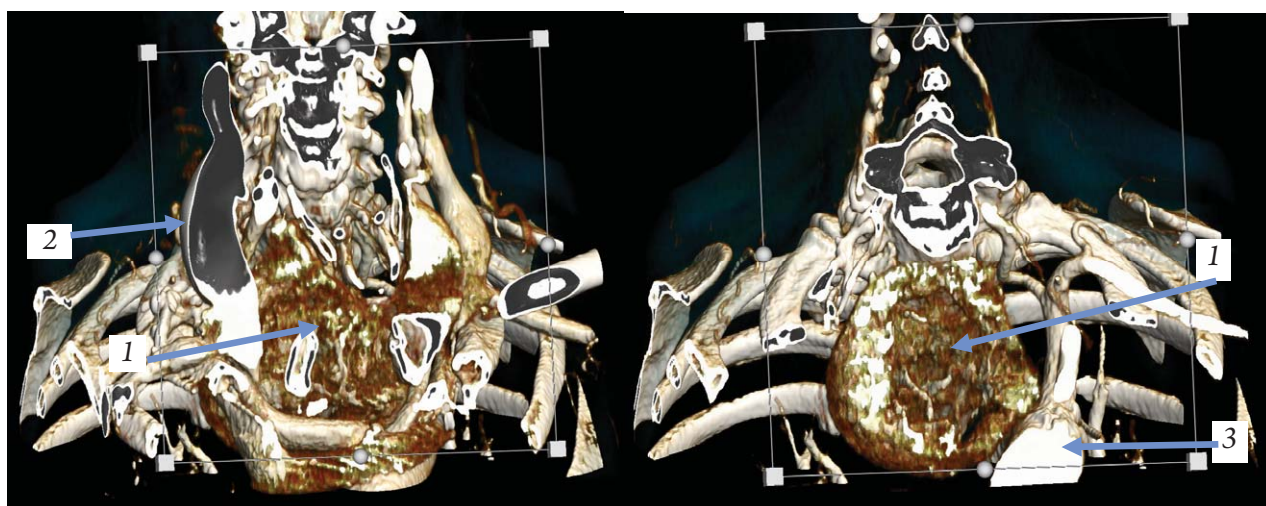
Трехмерная реконструкция по результатам мультиспиральной компьютерной томографии шеи больной Е., 79 лет, с контрастированием (два среза во фронтальной плоскости): 1 – загрудинный зоб (правая доля ЩЖ), 2 – яремная вена, 3 – дуга аорты
